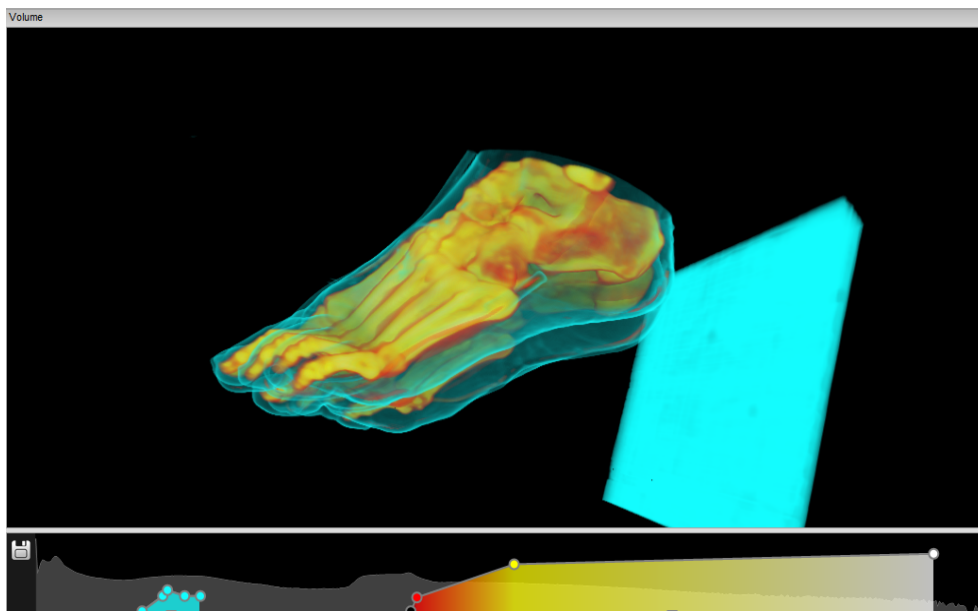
Visualização 3D da estrutura total do pé e calcanhar reconstruída a partir de imagens de TC.
